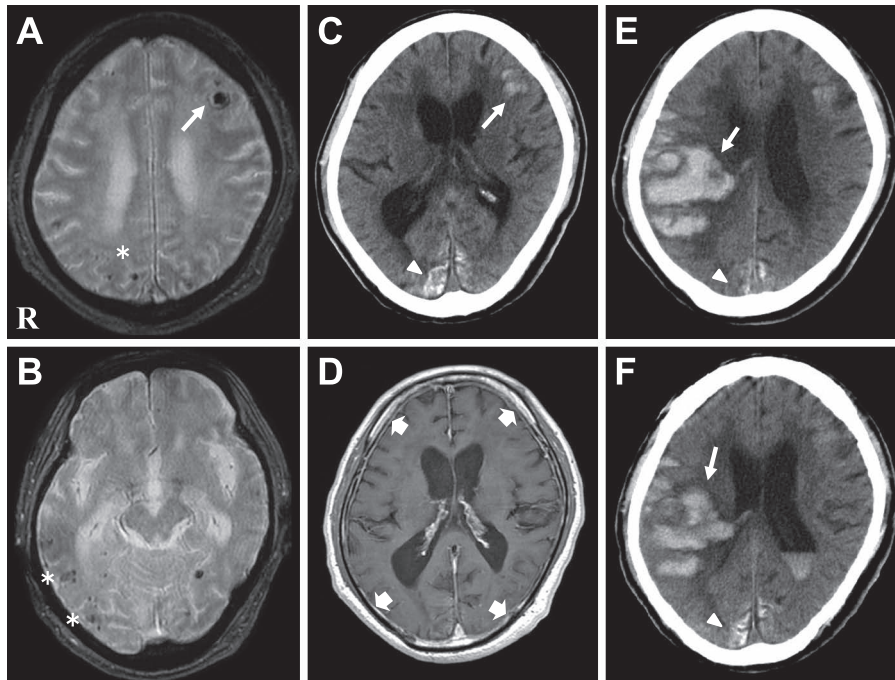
Brain CT and MRI after the admission.
